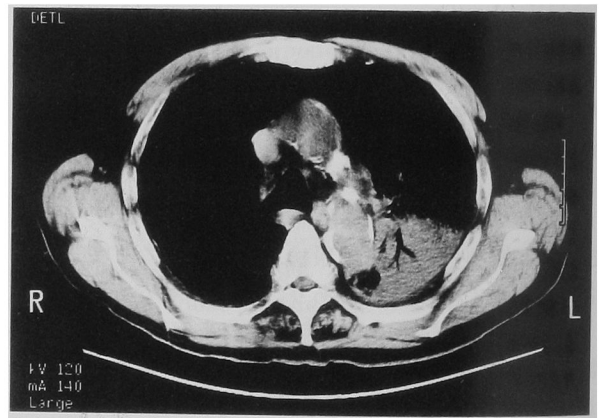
B. Chest CT scan of the patient on the 3rd hospital day.
